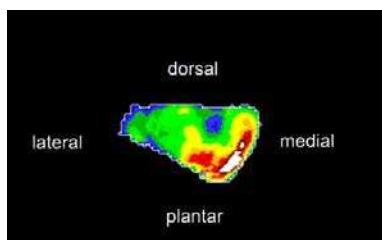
CT-OAM, polymorpher Lagetyp A.
